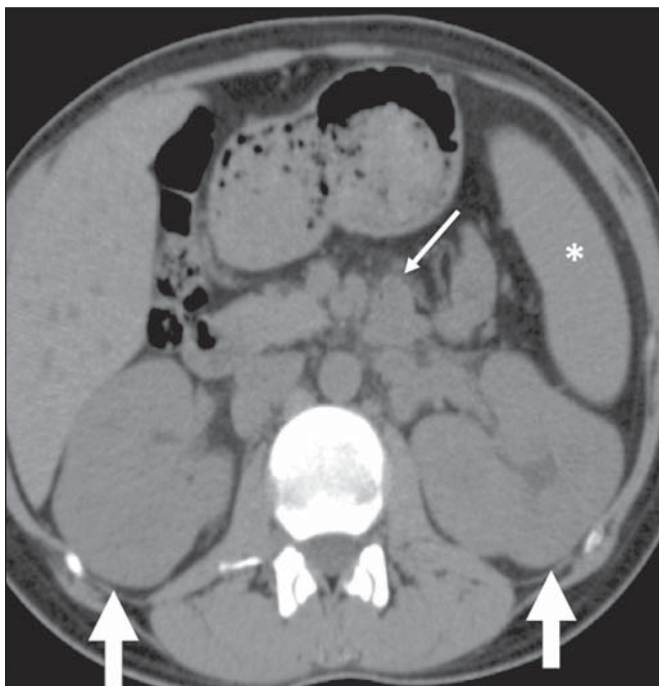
Linfoma renal. TC de abdome sem contraste no plano axial demonstra nefromegalia bilateral sem comprometimento do formato renal (setas largas). Optou-se por não administrar contraste iodado, devido à insuficiência renal. Observam-se, também, esplenomegalia (asterisco) e acometimento linfonodal (seta estreita).
